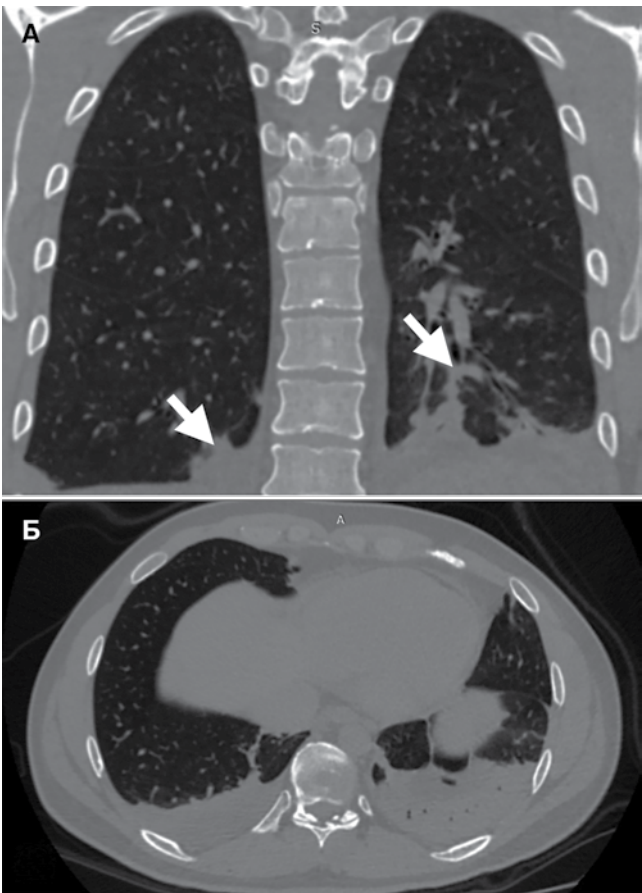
Пациент Т. КТ ОГК от 11.12.2019 г. в сагиттальной и аксиальной плоскостях. Сегментарная пневмония и двухсторонний плевральный выпот
